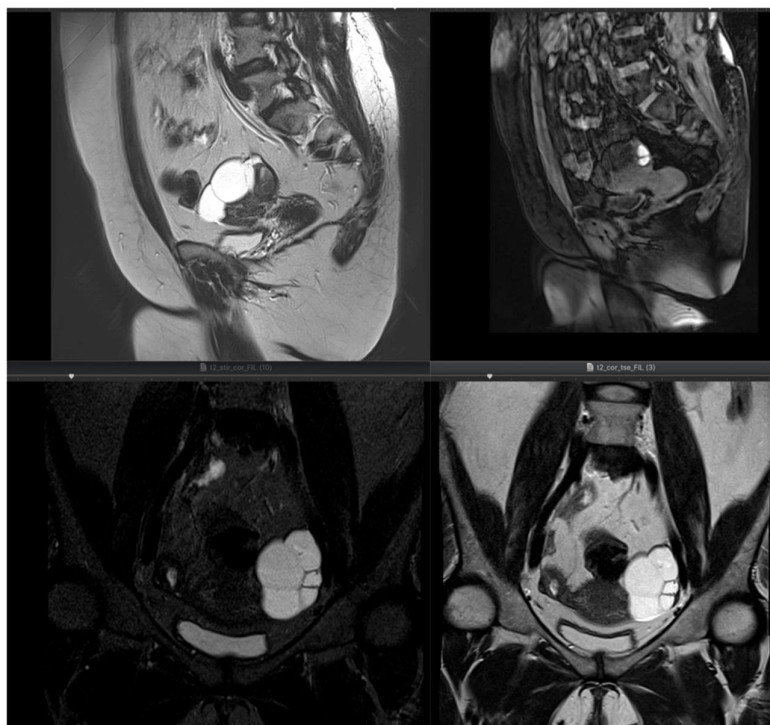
МР-томограммы. Левосторонний гидросальпинкс. В структуре жидкостного образования слева дифференцируются неполные перегородки.
